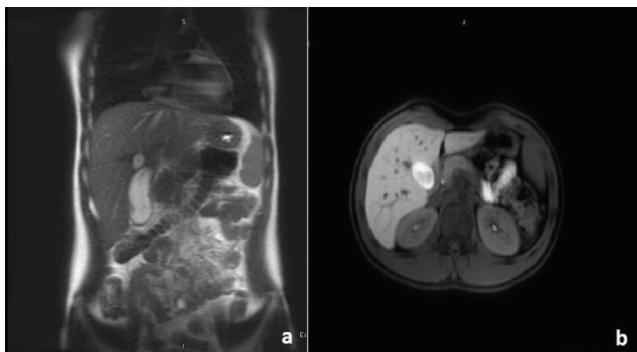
MRCP reported as a Type-I choledochal cyst (A). Hepatocyte-specific MRI with a gadolinium-based agent revealing a simple hepatic cyst (B).
